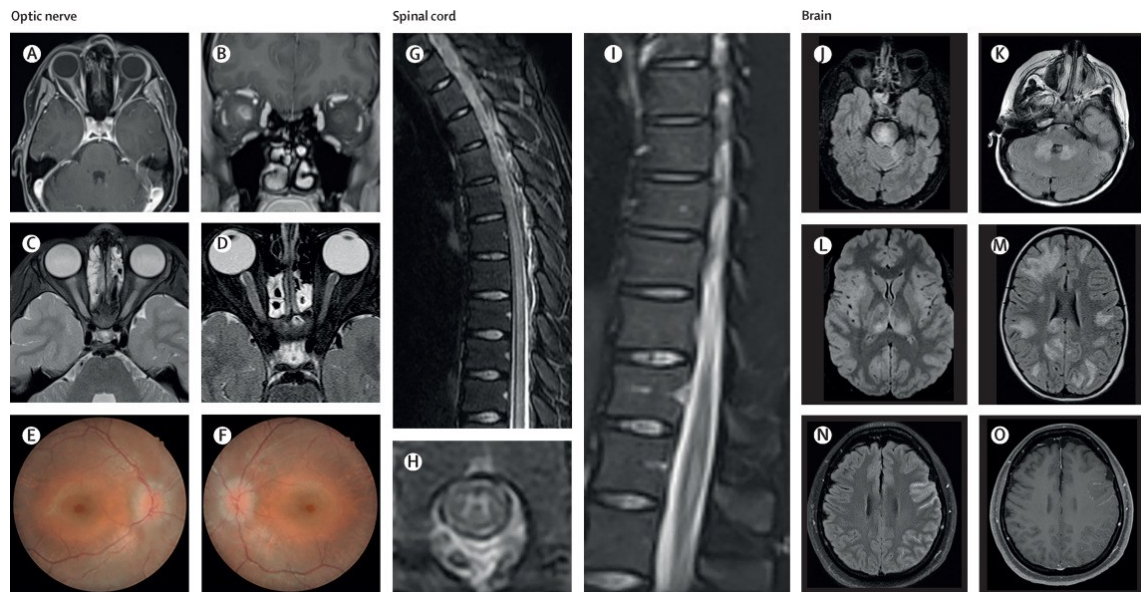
MRT-Charakteristika bei MOGAD.
